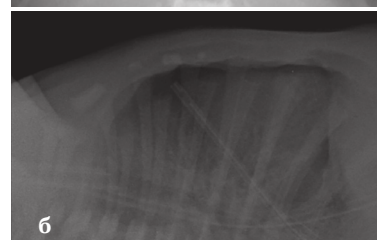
Рентгенологический снимок на четвертые сутки жизни: а — прямая проекция, б — боковая проекция.
